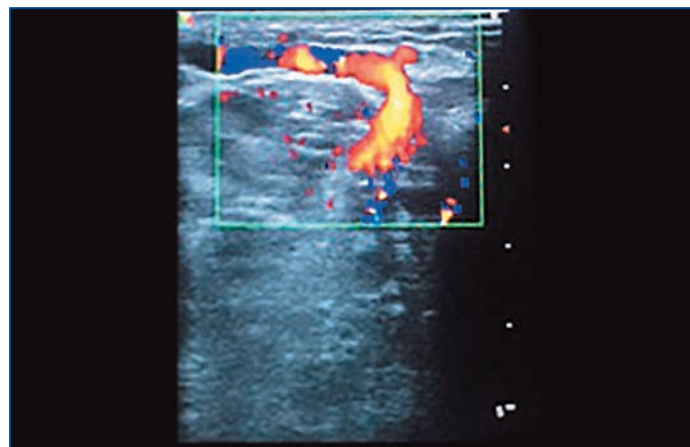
УЗИ ПВ голени (диаметр 3,77 мм)
